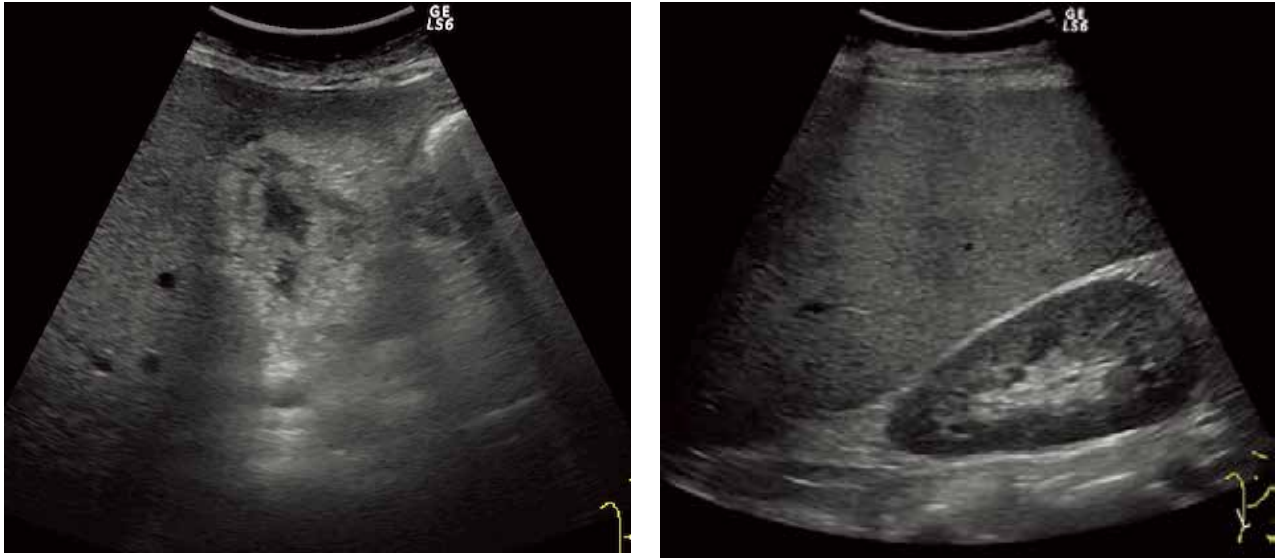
腹部エコー 胆嚢壁の浮腫性肥厚 (左: 2a), 肝腎コントラスト (右: 2b)
